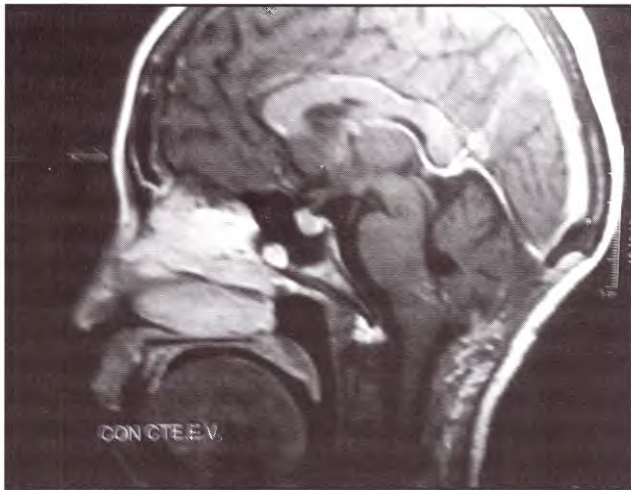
IRM postquirúrgica de cerebro. Control a los 6 meses. Libre de tumor
